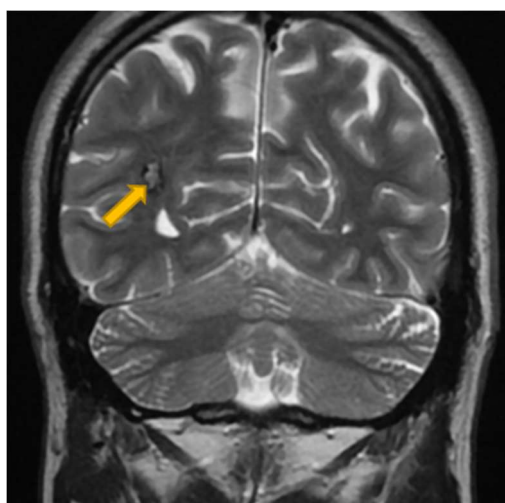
МРТ головного мозга с контрастным усилением. На серии МР-снимков, выполненных в режиме T2 во фронтальной проекции в правой теменной области выявляется образование, имеет сниженный МР-сигнал на T2 по периферии, размерами до 12x8 мм
